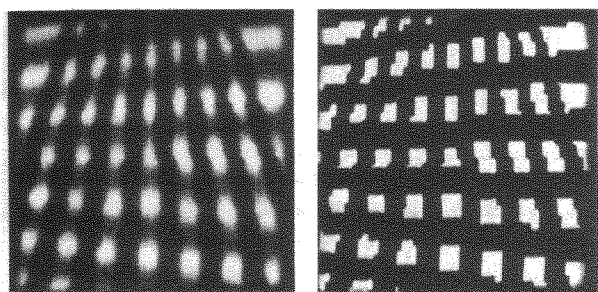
Experimentos con objetos gruesos: Cuerpo de dos capas con absorción del 50 por 100, situadas a 600 y 400 mm. del plano de la película. A) Simulación de la radiografía de este cuerpo, obtenida con una mancha focal en forma de campana de Gauss. B) Simulación de la radiografía del mismo cuerpo, obtenida con una fuente infinitesimal de rayos X. C-D) Imágenes que representan el logaritmo de la magnitud de la transformada de Fourier de dos dimensiones, aplicada a las radiografías en figura A y B, respectivamente.
